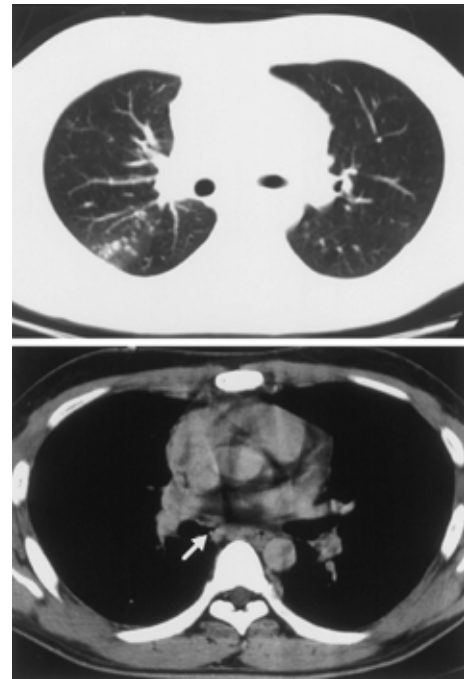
Chest CT images in Dec. show centrilobular shadows in upper lobe (upper panel) and bronchial fistula (arrow) in the intermediate bronchus (lower panel).
